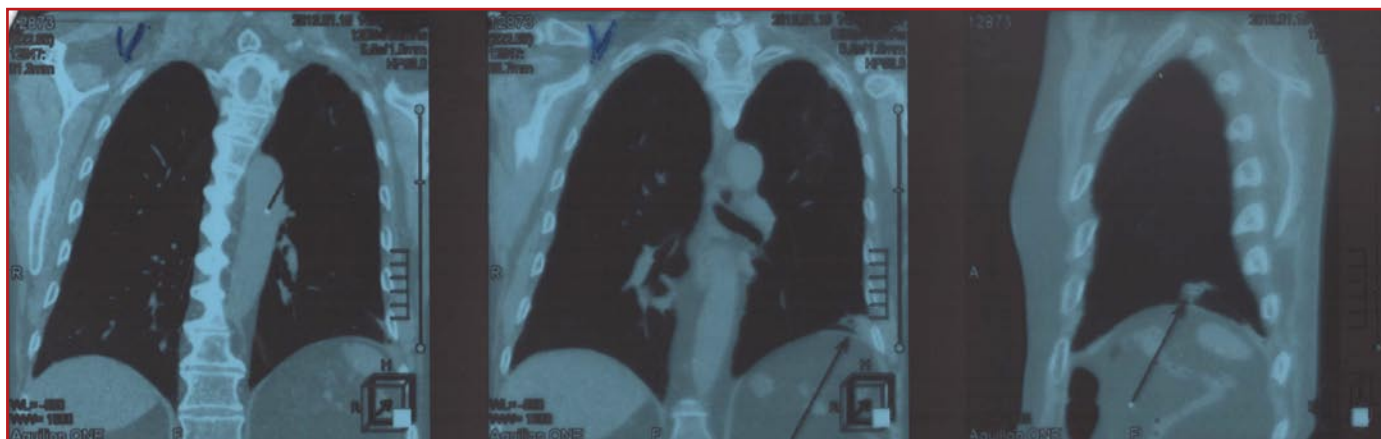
Больной 74 лет, КТ органов грудной клетки (слева в проекции S9 — крупный инфильтрат неоднородной структуры)
